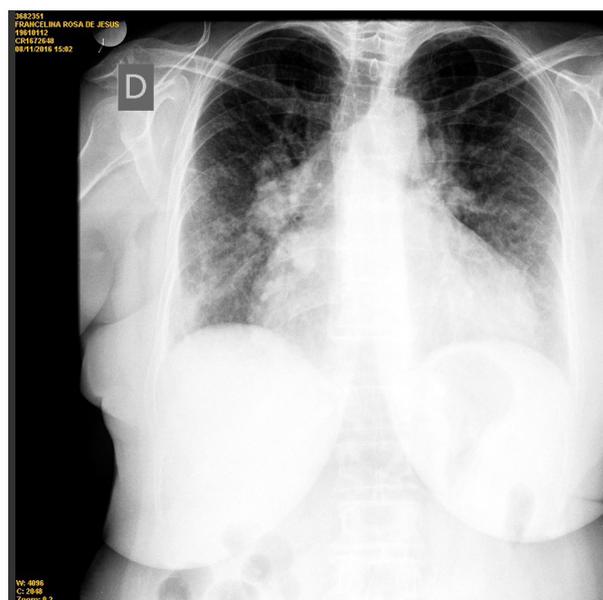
Radiografia de tórax (8/11/2016) mostrando congestão pulmonar e acentuada cardiomegalia.
